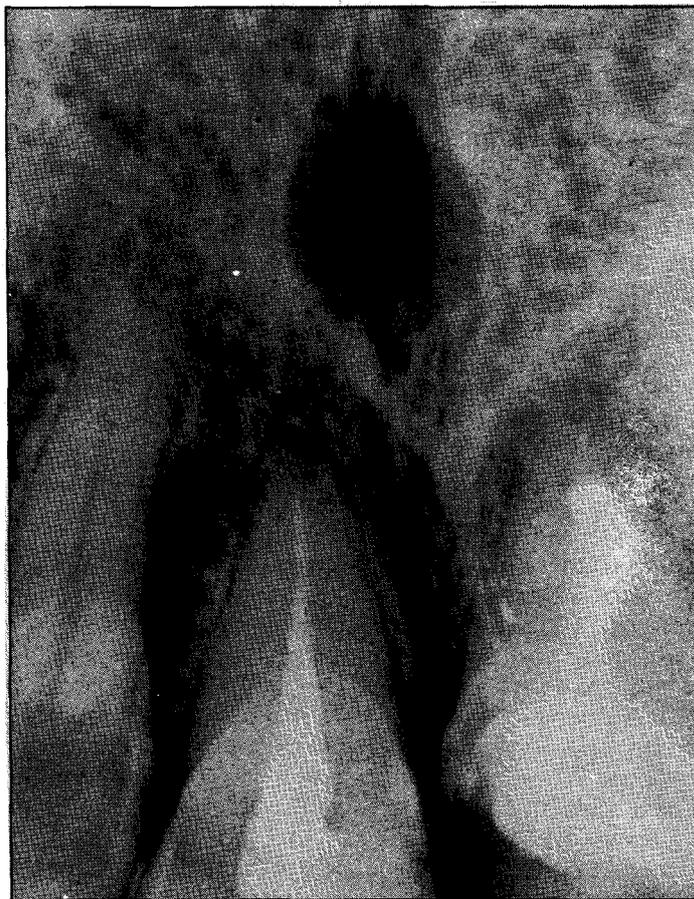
Caso Clínico ao chegar em nossa Clínica de Endodontia. A conduta terapêutica baseou-se em protocolo cirúrgico convencional para cirurgia periapical, realizado rotineiramente em nossa clínica da disciplina de endodontia da Universidade Federal Fluminense; após retratamento endodôntico. Este protocolo é amplamente avaliado e ensinado em nossa disciplina nos cursos de graduação e pós-graduação.
